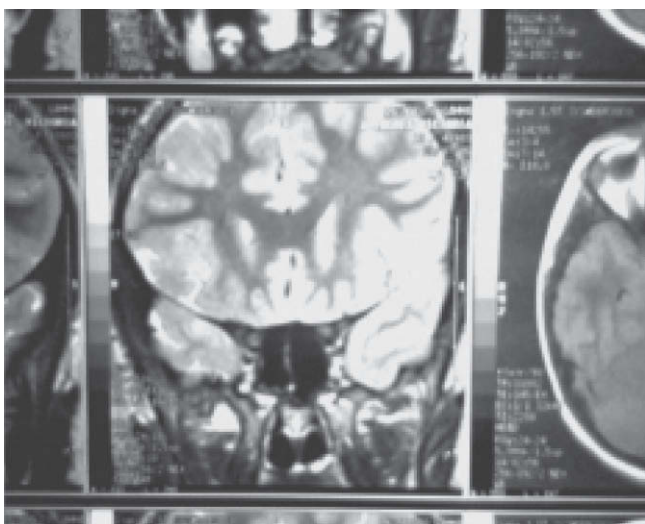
Imagen por resonancia magnética: normalización del seno esfenoidal.
